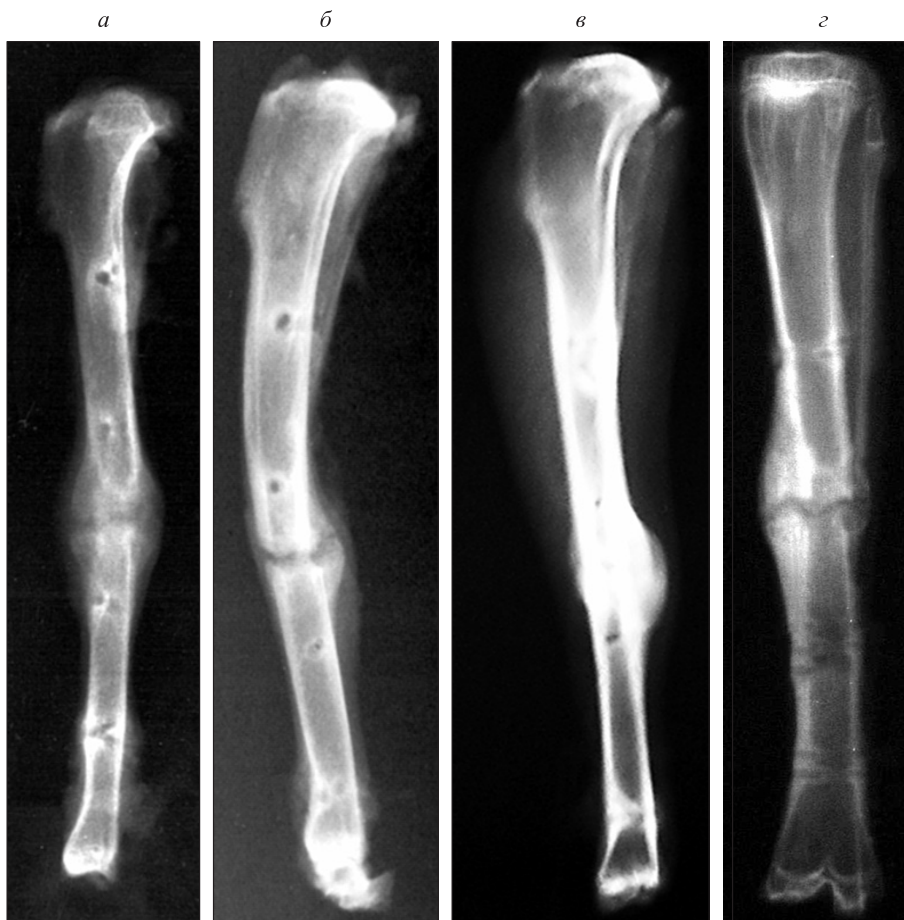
Обзорная рентгенограмма голени кроликов группы 2 (воздействие на биологически активные точки) (а, в) и контрольной группы 1 (б, г) на 35-е (а, б) и 50-е сутки эксперимента (в, г)
